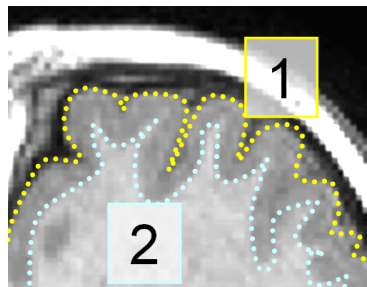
Sillons et circonvolutions du cerveau vus en coupe sur une image IRM du cerveau. 1 : cortex cérébral; 2 : limite entre matière grise (noyaux) et matière blanche (axones).
